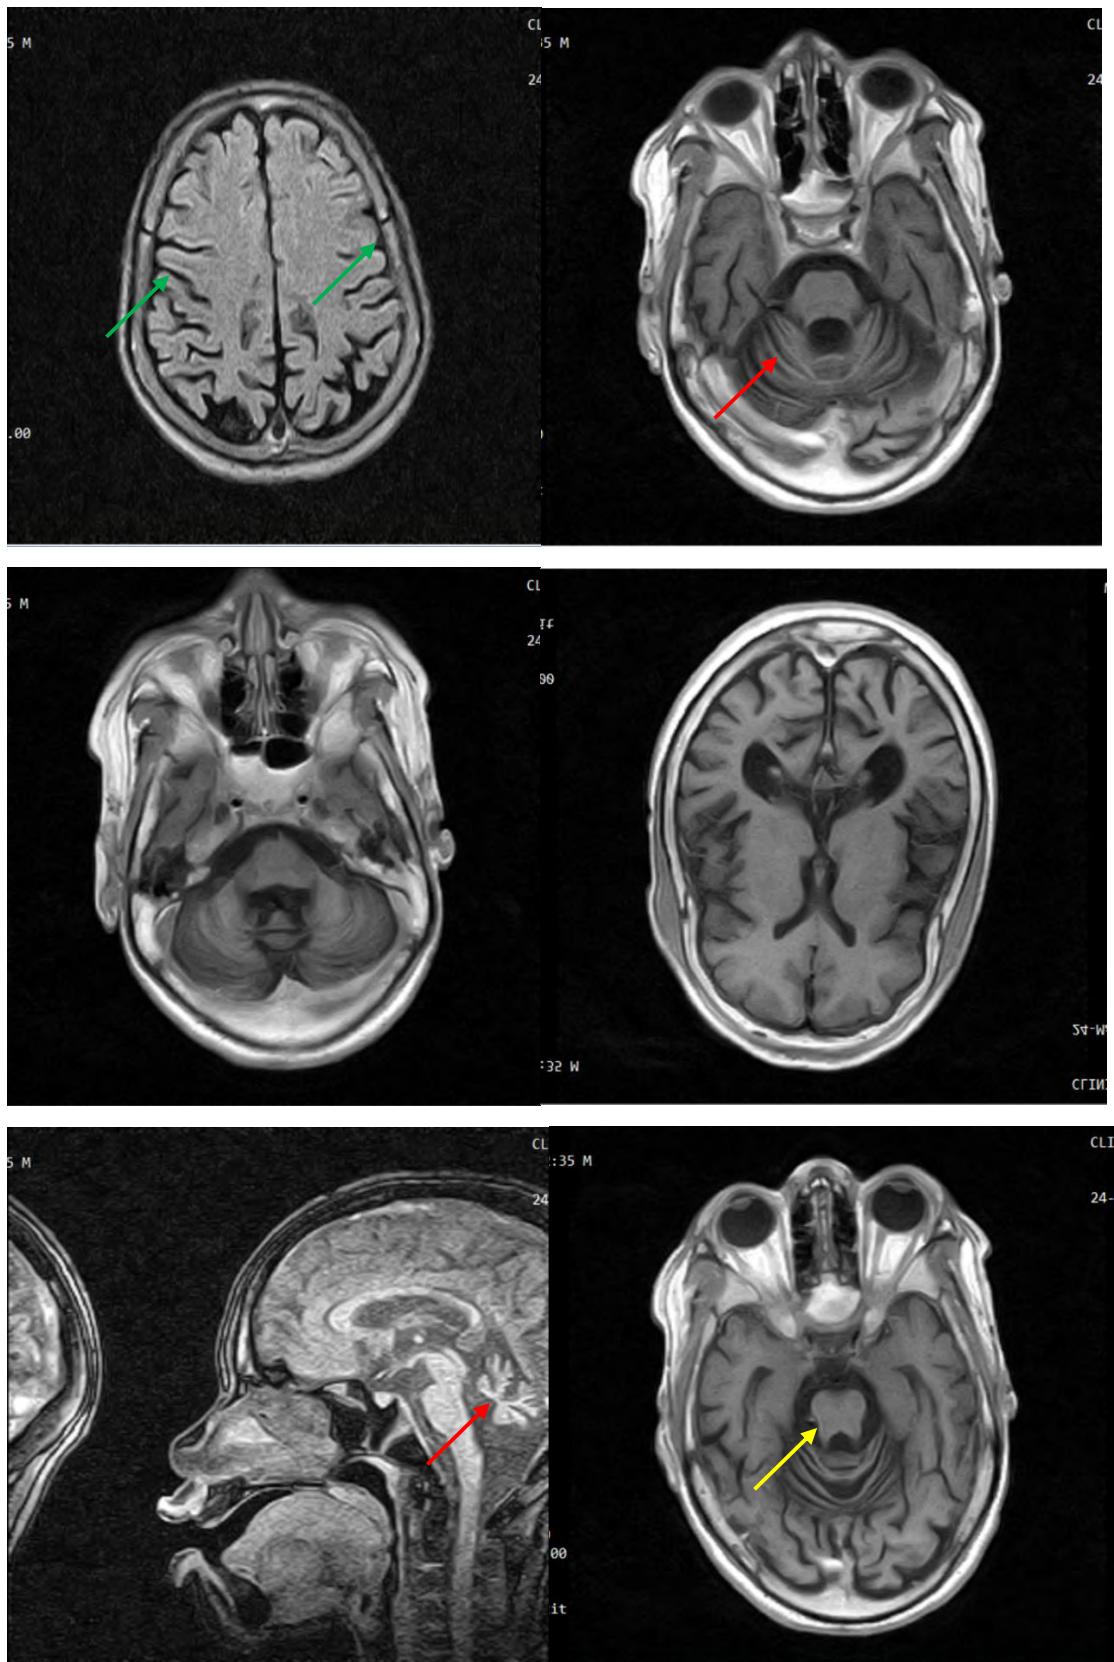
IRM cérébrale : atrophie cérébrale (flèche verte) et cérébelleuse (flèche rouge). Signe de la dent molaire (flèche jaune)
